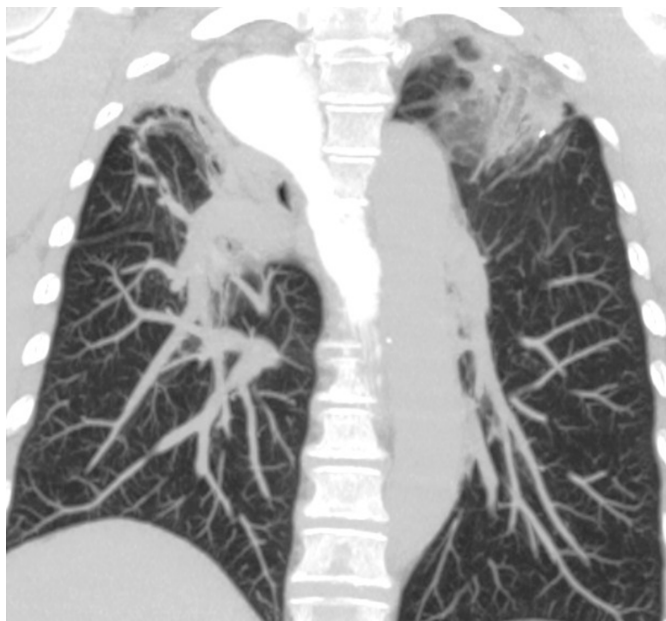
Tomografia computadorizada: imagem sacular em terço superior esofágico com nível hidroaéreo.
